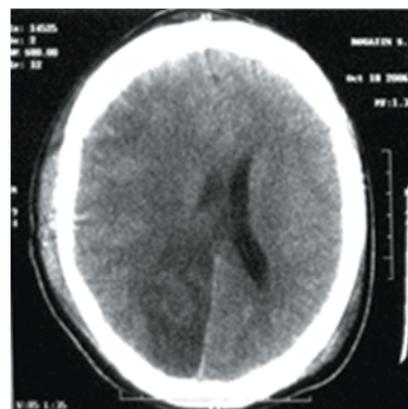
Компьютерная томография головного мозга. Аксиальный срез. Отек правого полушария головного мозга. Срединные структуры смещены влево на 9 мм. Правый боковой желудочек компримирован, левый — расширен. В правой затылочной доле определяется зона пониженной плотности (инфаркт) — +20 ед. Н, соответствующая нарушению мозгового кровообращения в бассейне правой задней мозговой артерии (указана стрелкой)
